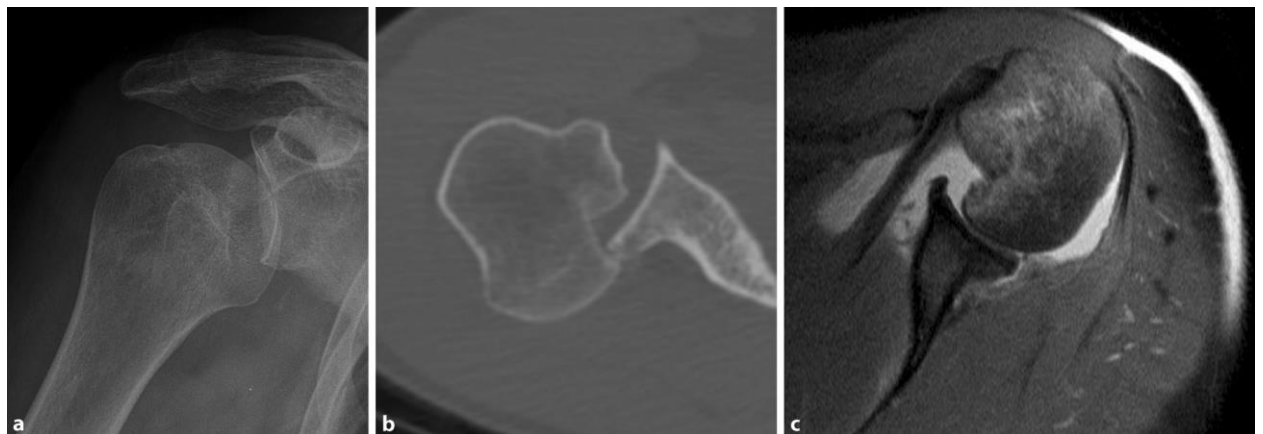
Гострий задній вивих (A2) рентгенівський знімок (а), комп'ютерна томографія (б), задній вивих головки плеча з великим зворотнім дефектом
